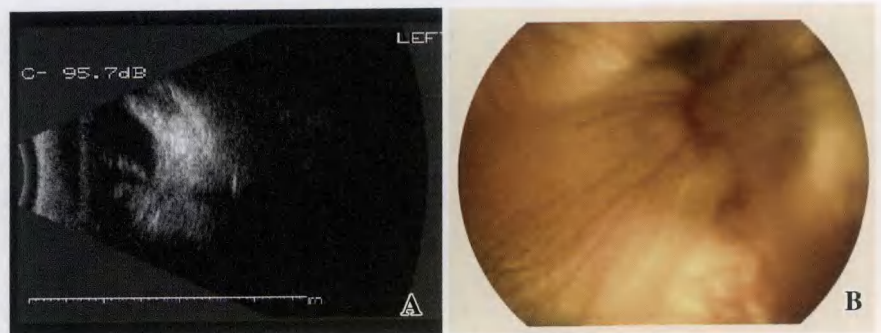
兔眼玻璃体腔注入成纤维细胞和生理盐水 28 d 示视网膜全脱离 (PVR III 级) A;B 型超声检查 B:眼底照相
